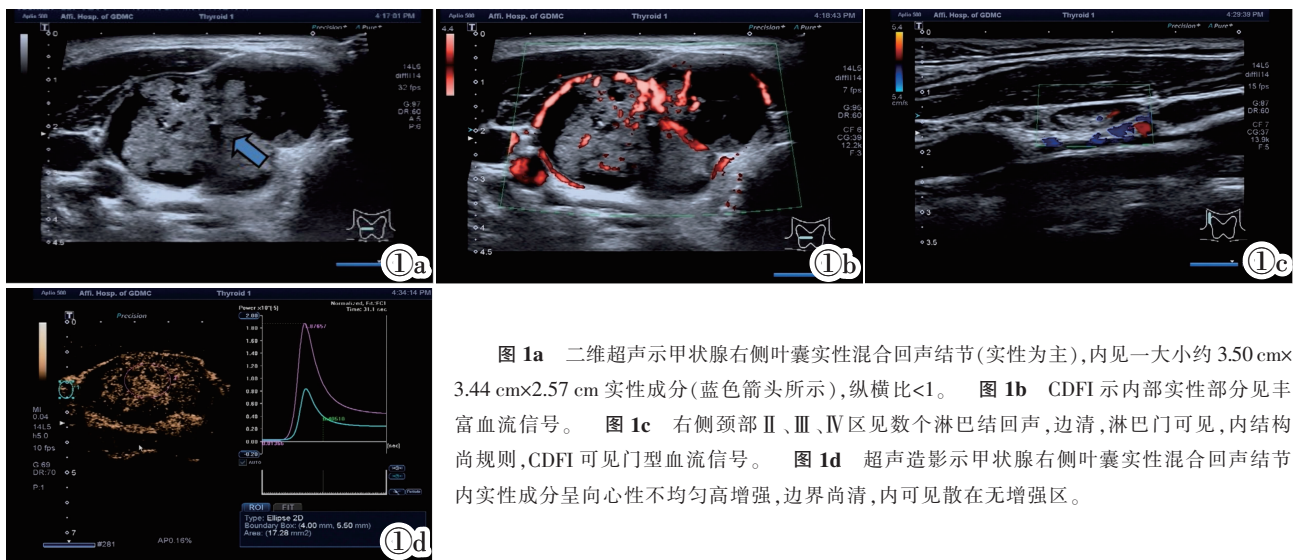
二维超声示甲状腺右侧叶囊实性混合回声结节(实性为主), 内见一大约 3.50 cm×3.44 cm×2.57 cm 实性成分(蓝色箭头所示), 纵横比<1。 图 1b CDFI 示内部实性部分见丰富血流信号。 图 1c 右侧颈部 II、III、IV 区见数个淋巴结回声, 边清, 淋巴门可见, 内结构尚规则, CDFI 可见门型血流信号。 图 1d 超声造影示甲状腺右侧叶囊实性混合回声节内实性成分呈向心性不均匀高增强, 边界尚清, 内可见散在无增强区。
